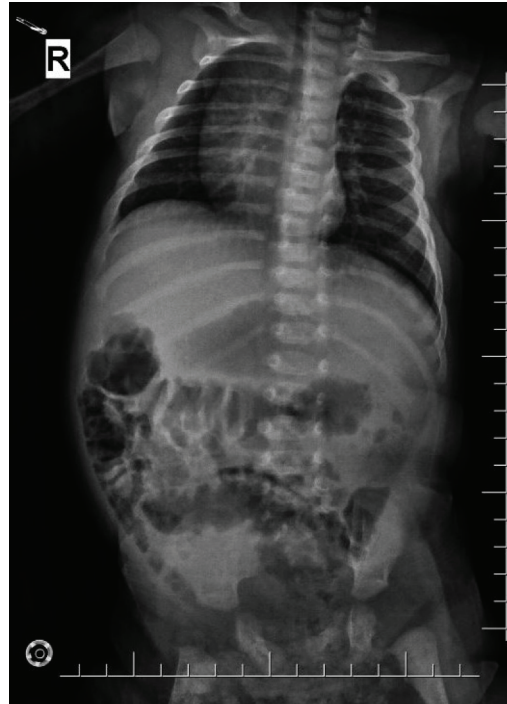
Hastanın ayakta direk batin grafisinde (ADBG) görülen "geniş ve dilate mide" görüntüsü
